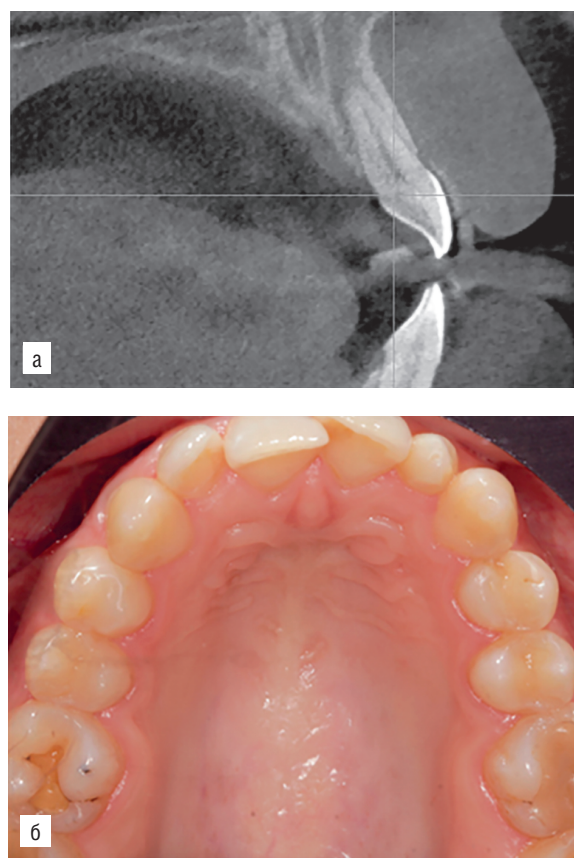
Результаты обследования пациента 1, 21 год: а — КТ центральных зубов верхней челюсти; б — фото зубного ряда верхней челюсти
